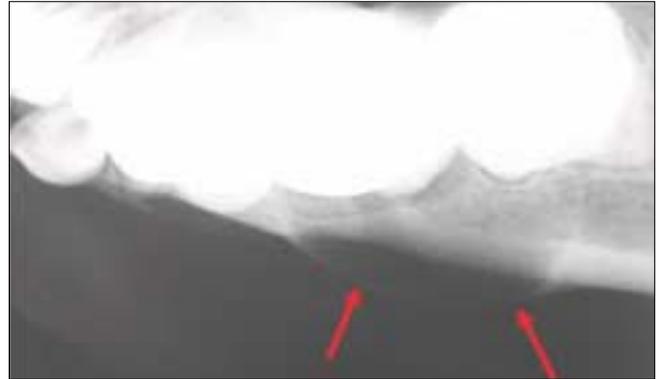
Initial occlusal radiographics.
